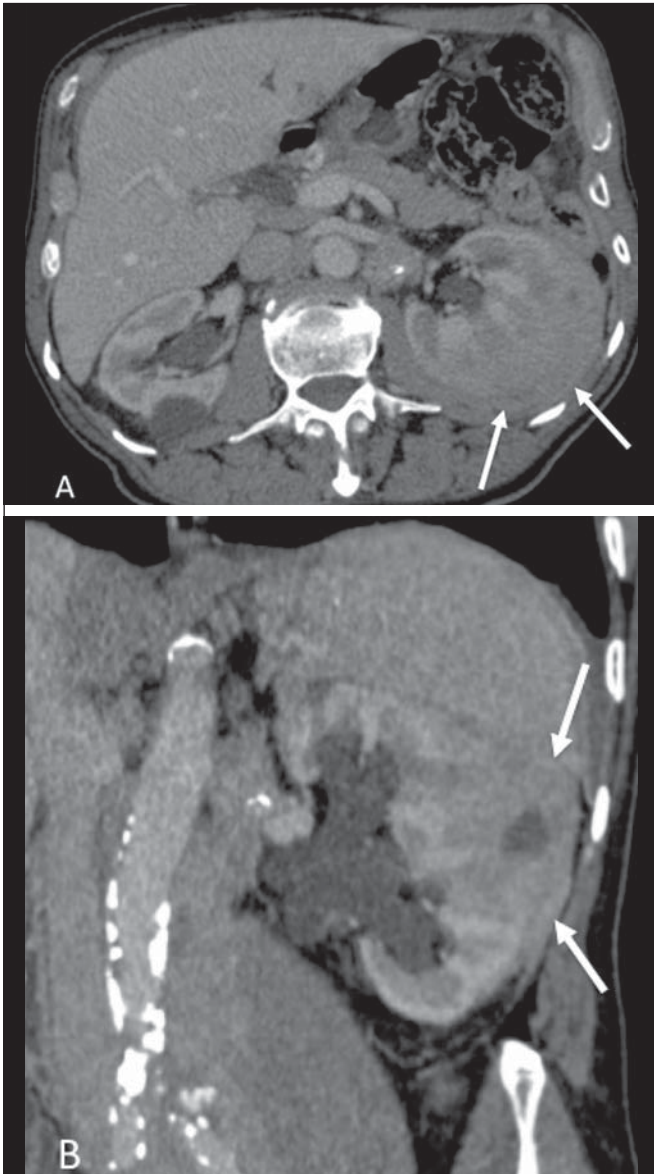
Linfoma renal. TC de abdome com contraste no plano axial (A) e reconstrução coronal (B) demonstram a forma de apresentação perirrenal do linfoma. Lesão tumoral hipovascularizada perirrenal esquerda infiltrando o parênquima (setas).
